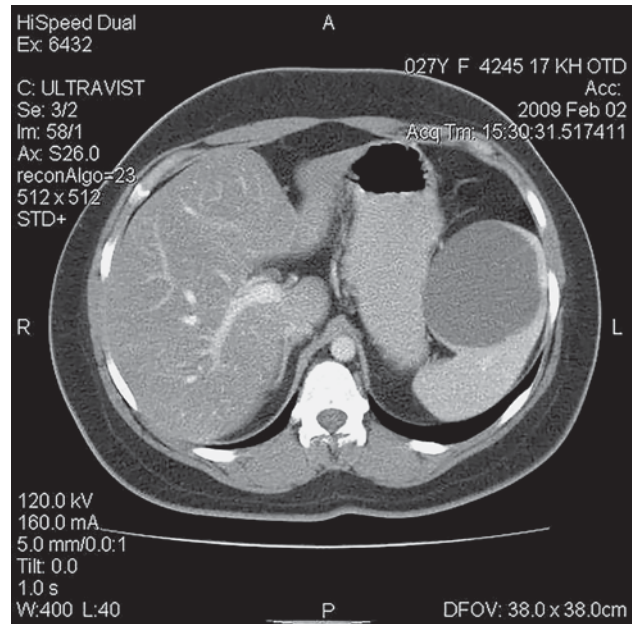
КТ органов брюшной полости с контрастированием. Паренхиматозная фаза сканирования. Аксиальная плоскость. Киста селезенки у пациентки Б., 27 лет, более 5 см в диаметре выявлена как случайная находка при выполнении планового ультразвукового исследования. В отличие от абсцесса, видимая при исследовании капсула не имеет признаков периферического накопления контрастного препарата.
